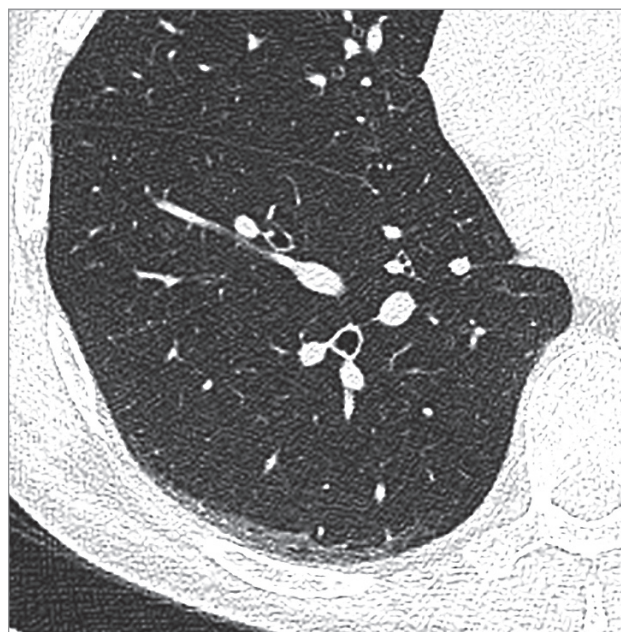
Гравитационно-зависимые изменения в правом легком при компьютерной томографии
